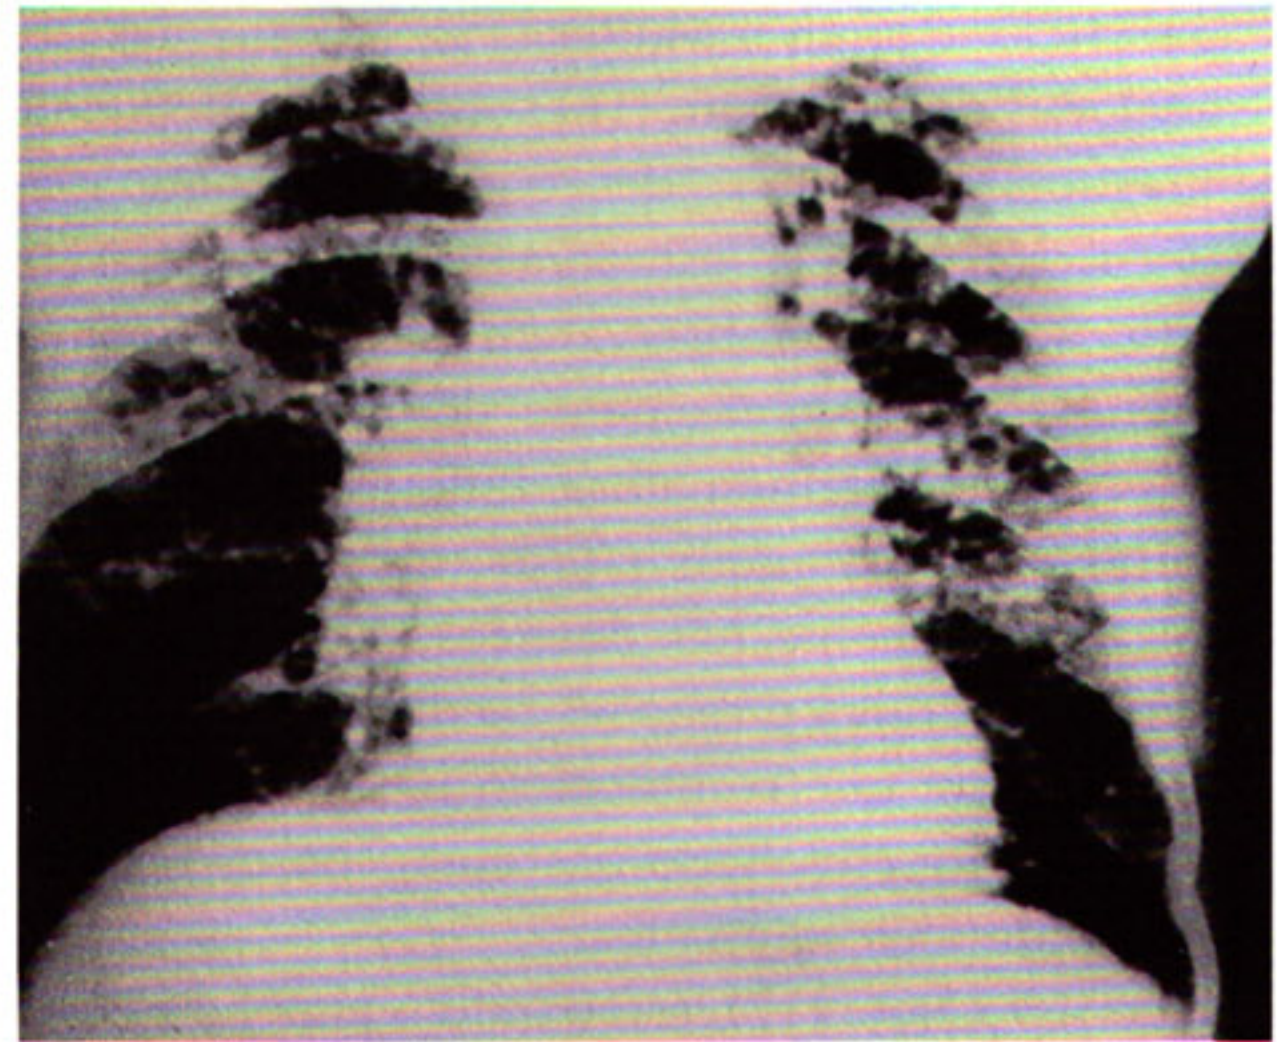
Radiografia de tórax em PA mostrando infiltrado intersticial micronodular predominando nos terços superiores
